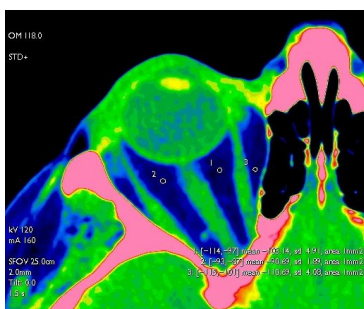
КТ-изображение орбиты в аксиальной проекции в протоколе Palette (rainbow). Ретробульбарная клетчатка темно-синего цвета, рентгеновская плотность ее соответствует норме (-110 ÷ -90 HU)
